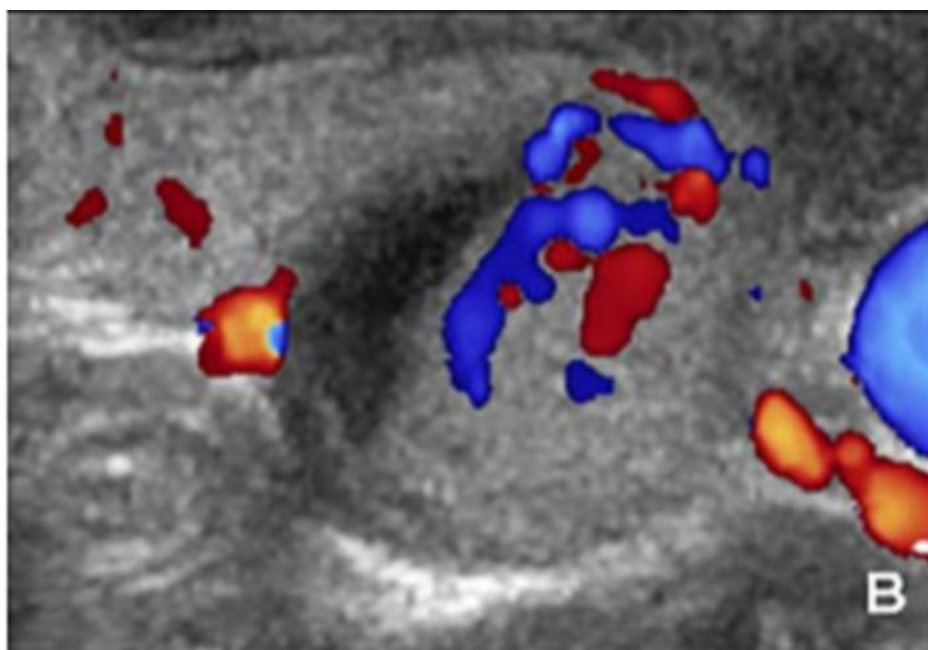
Image échographique d'un doppler couleur montrant un foyer hyper vasculaire d'un NIFTP. [55]
